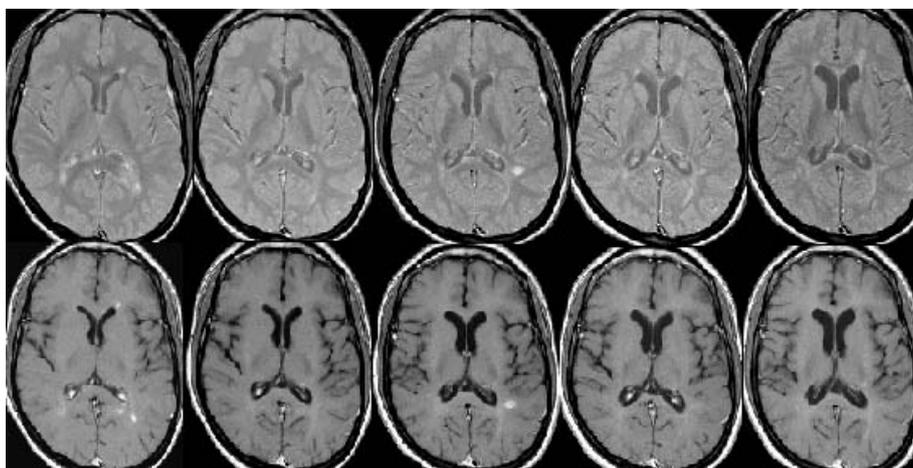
Estudio de RM seriado mediante secuencias potenciadas en T2 (arriba) y secuencias potenciadas en T1 con gadolinio (abajo) en un paciente con EM.
